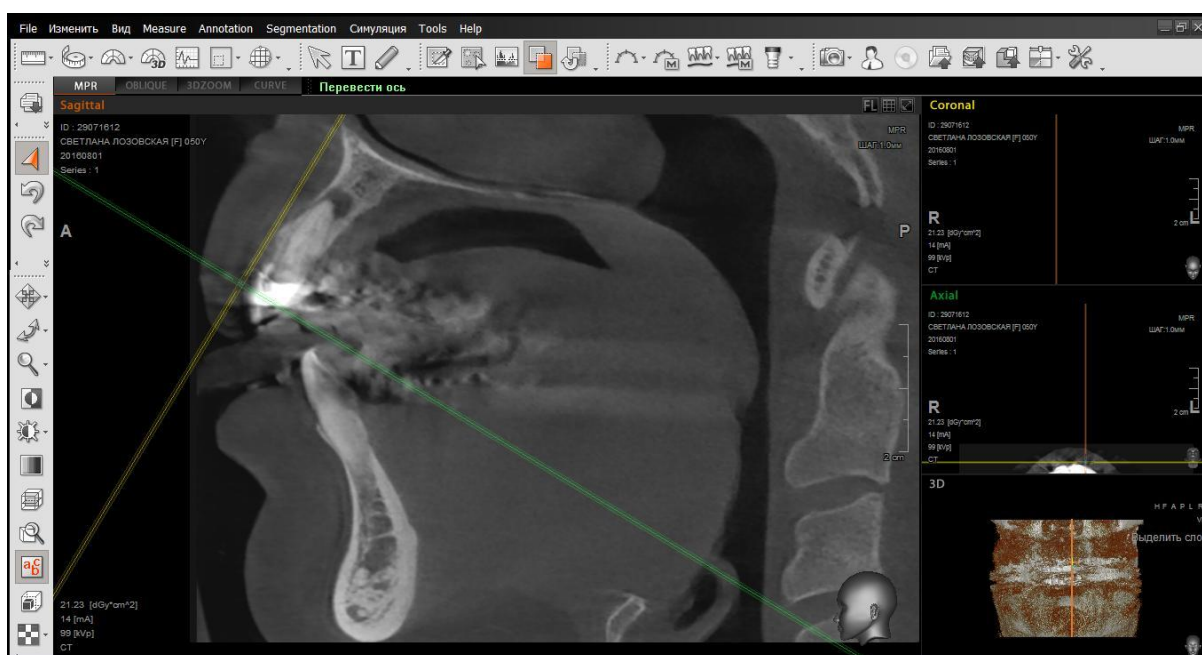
Фотографія знімка 22 зуба, отриманого за допомогою конусно-променевої комп'ютерної томографії; сагітальна проекція.
